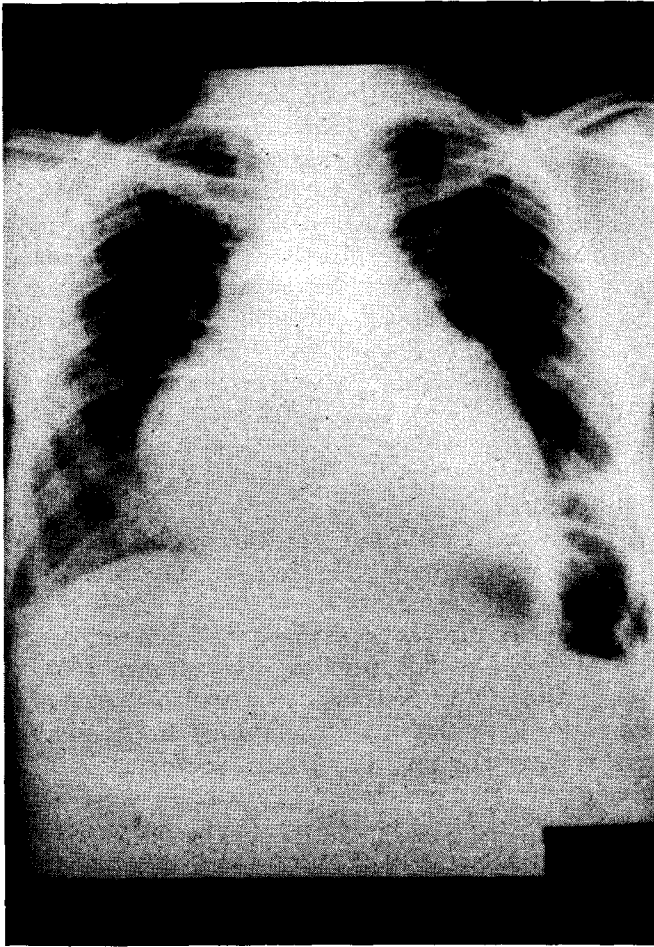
Radiografía de tórax obtenida a su ingreso (ver texto).
